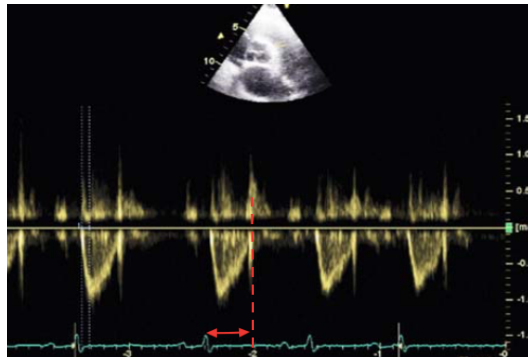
Figure 9bis: Doppler pulsé du flux pulmonaire
